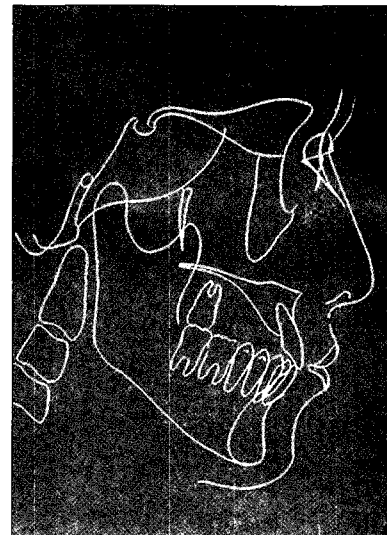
Tracing lateral cephalometric radiograph and marking on the measuring points
